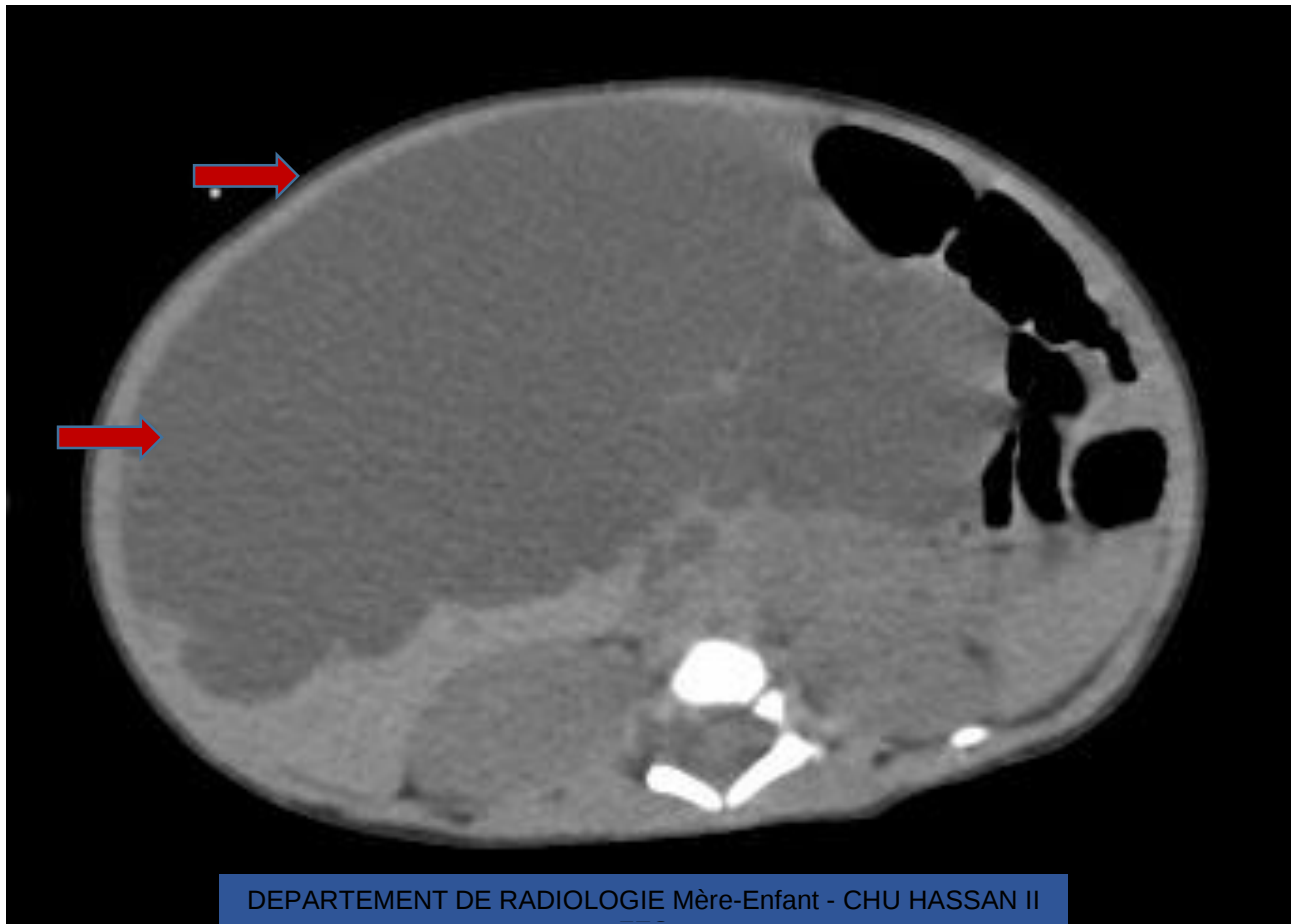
TDM abdominale en coupe axiale sans injection de produit de contraste montrant une volumineuse masse kystique intra-péritonéale semblant être au dépend du foie renfermant quelques cloisons en son sein, en rapport avec un lymphangiome kystique hépatique.
